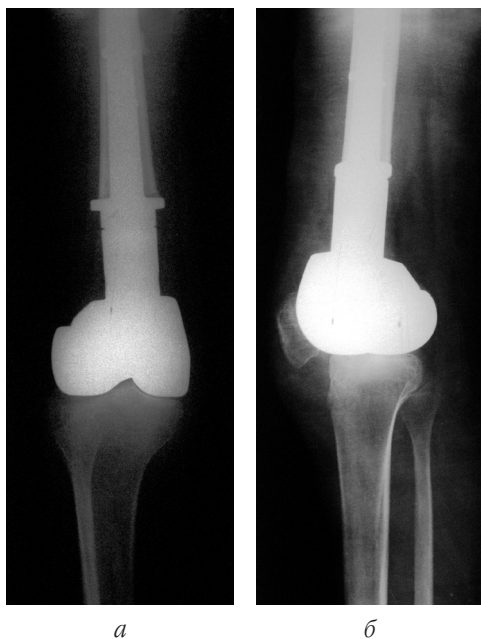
Рентгенограми хворої після першої операції: пряма (а) та бокова (б) проекції
